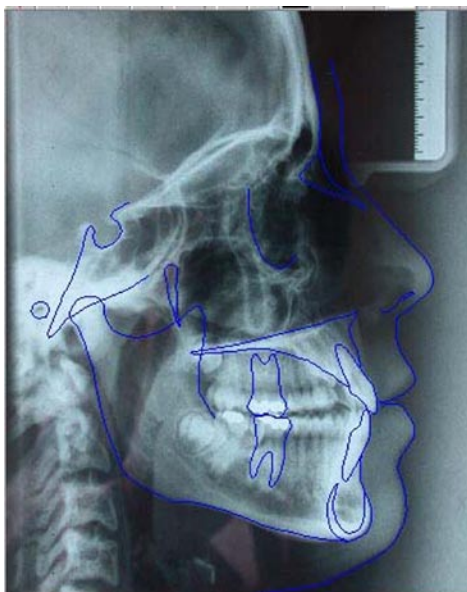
Telerradiografía lateral de cráneo digital con método cefalométrico.
